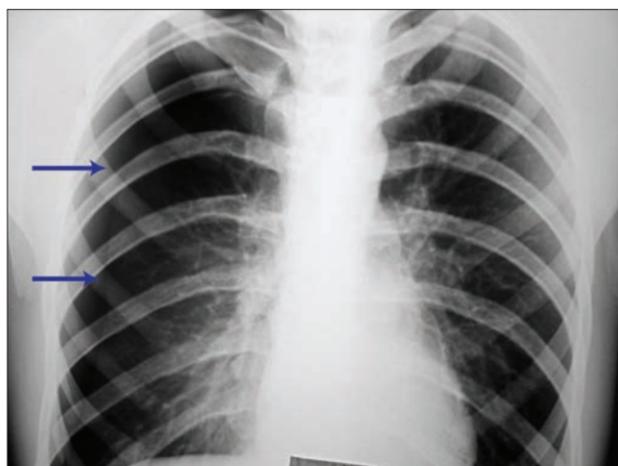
Рентгенологическая картина спонтанного пневмоторакса справа
